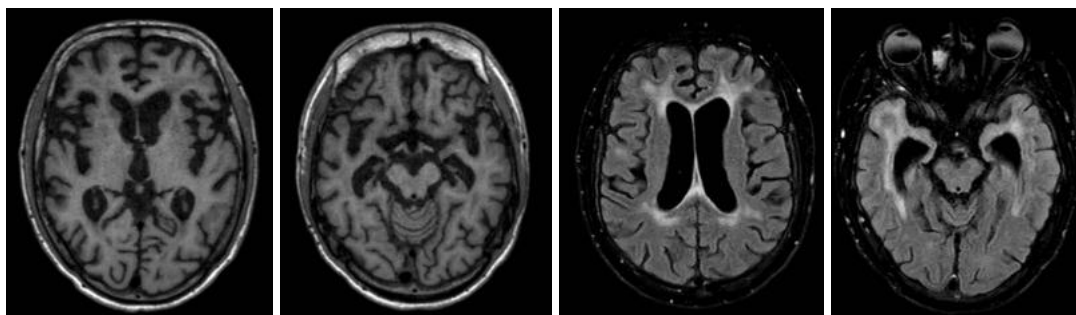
Ressonância de crânio de controle
